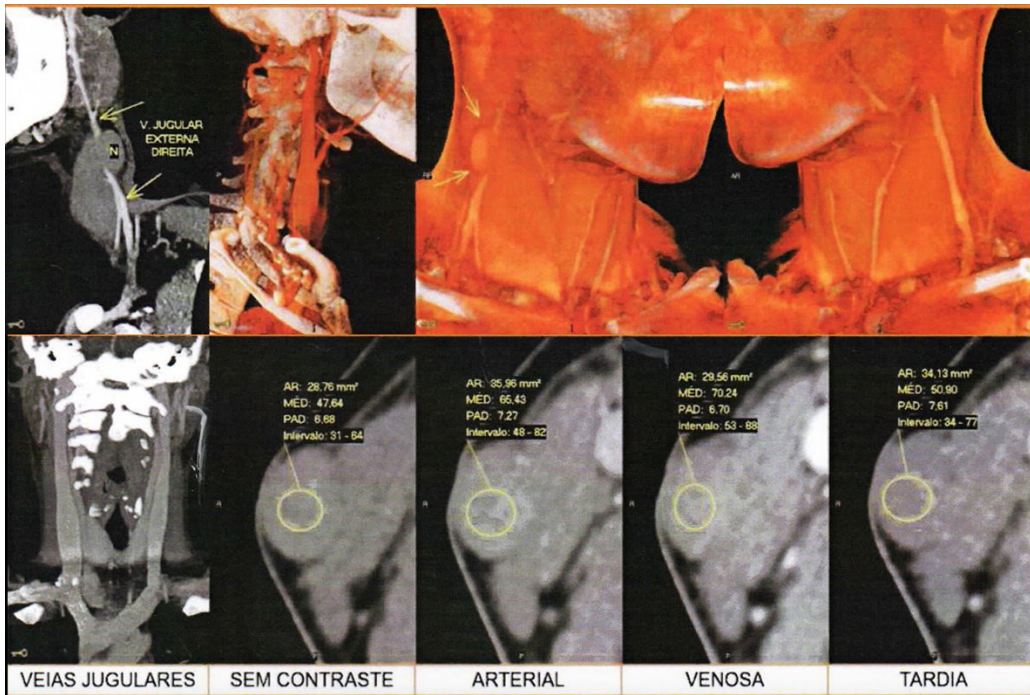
Reconstruções de angiotomografia demonstrando a massa tumoral e sua relação com as estruturas vasculares do pescoço. CDPI, Barra da Tijuca, RJ. AR = área da região de interesse em mm²; MÉD = densidade média da região de interesse; PAD = desvio padrão da densidade média; Intervalo = intervalo de densidade dentro da região de interesse.
